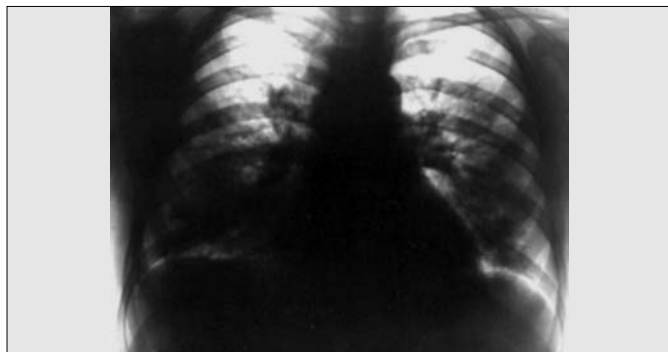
Рентгенограма органів грудної порожнини хворого на системний червоний вовчак, вовчаковий нефрит з хронічним пієлонефритом II–III ст. В обох легенях симетрично в середніх та переважно нижніх відділах – затемнення великих розмірів без чітких зовнішніх меж. Серце розширене у поперечному розмірі. Альвеолярний набряк легенів.
